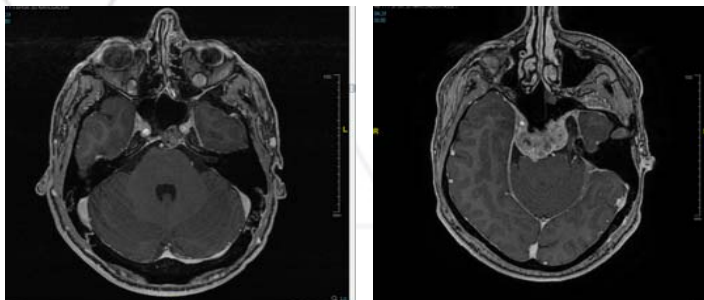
BT Intersticial, imagen propia
